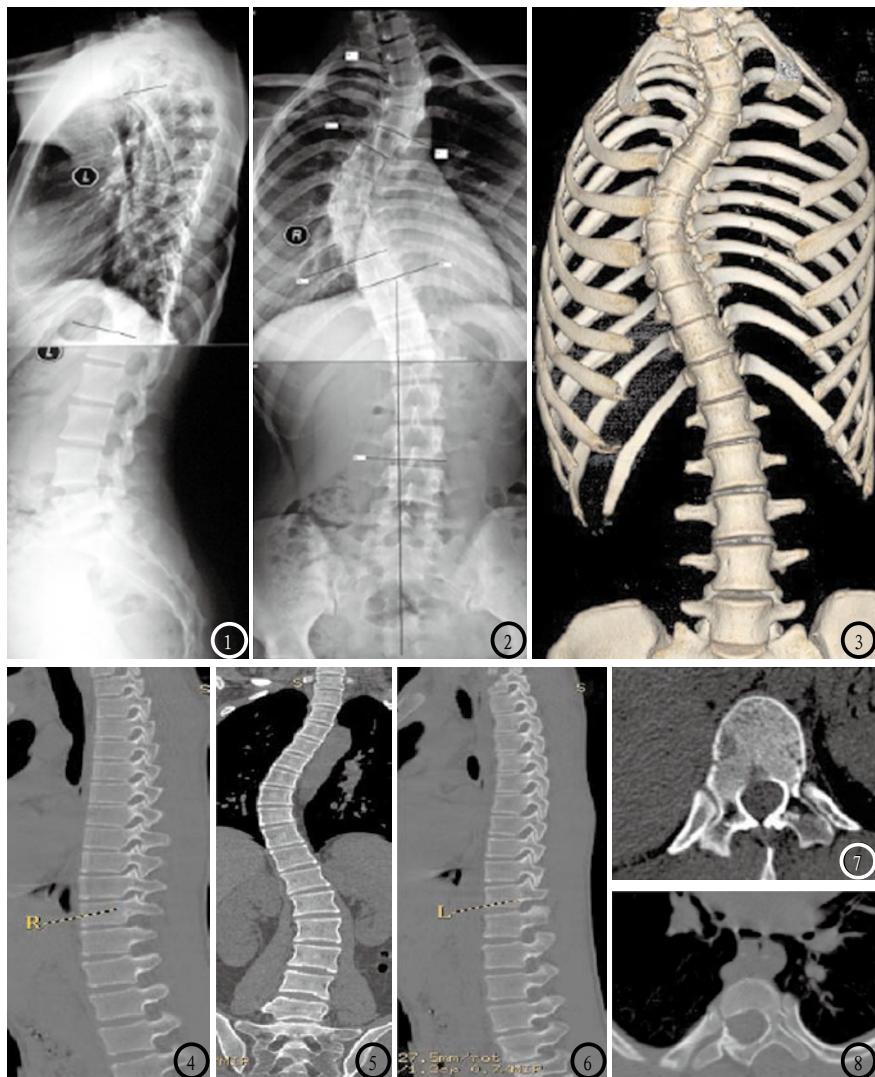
部分病例X线片及MSCT表现：图1-3 X线片及三维重建显示胸椎主侧凸，上胸椎及腰椎段侧凸为次要非结构性侧凸；图4-6 MSCT MPR/CRP技术显示左右椎弓根矢状面；图7-8 MPR技术显示椎弓宽径。
